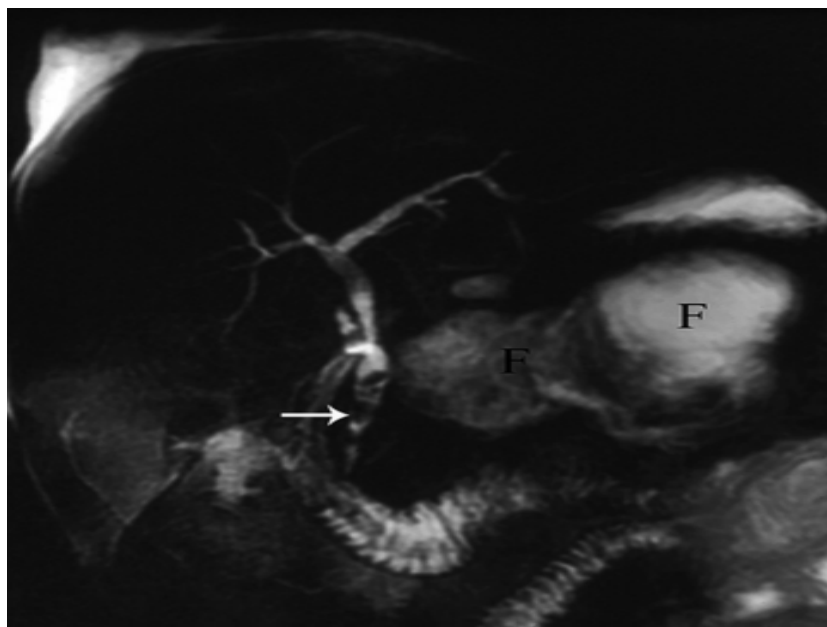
[154] : Pancréatite aiguë biliaire à l'IRM : multiples calculs sans signal entourés par une bile hyperintense dans le canal cholédoque (flèche). Un large épanchement liquidien multiloculé (F) est également visible.
